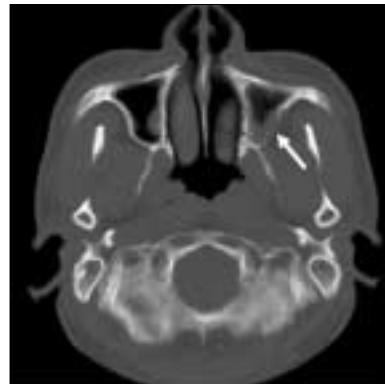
Postoperative Facial bone CT axial view (after 5 months).
